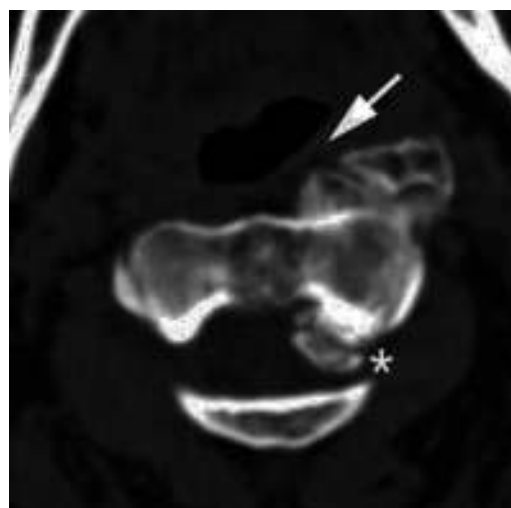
Tomografía computarizada multidetector axial que muestra osteofito C1-C2 anterior que condiciona la compresión esofágica (flecha blanca) y el osteofito posterior (*), compresión medular.
